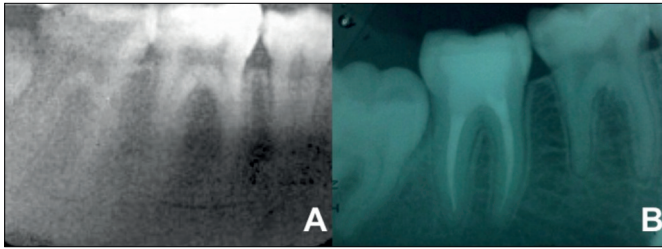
Radiographies rétro-alvéolaires préopératoires (A) et postopératoires (B) du traitement endodontique sur 47 suite à des douleurs pulsatiles compatibles avec une pulpite.
